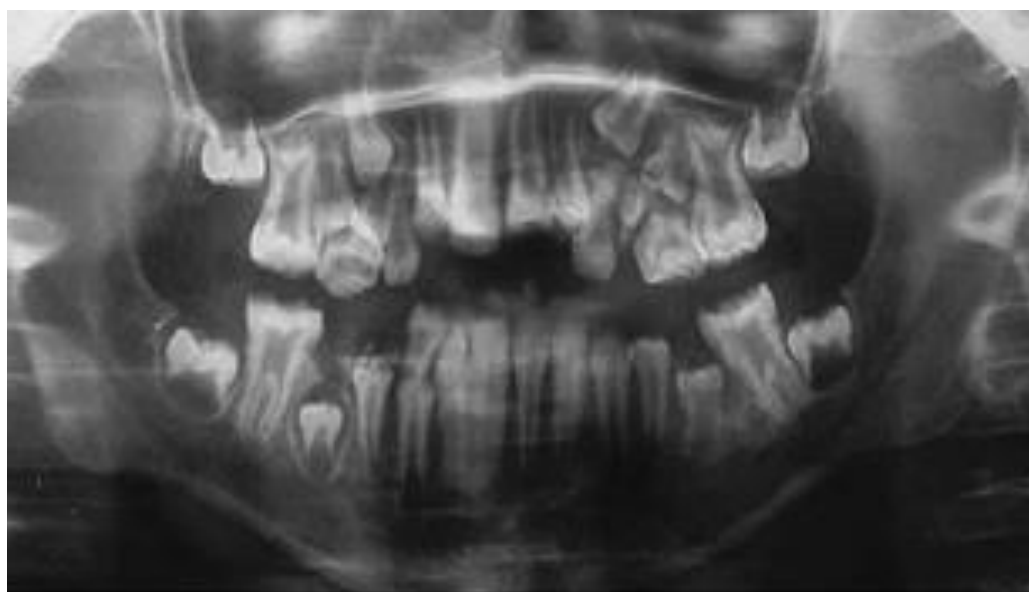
Radiographie panoramique d'un patient atteint d'amélogenèse imparfaite hypomature et hypoplasique de type IV avec 16, 26, 36 et 46 taurodontiques (194).
